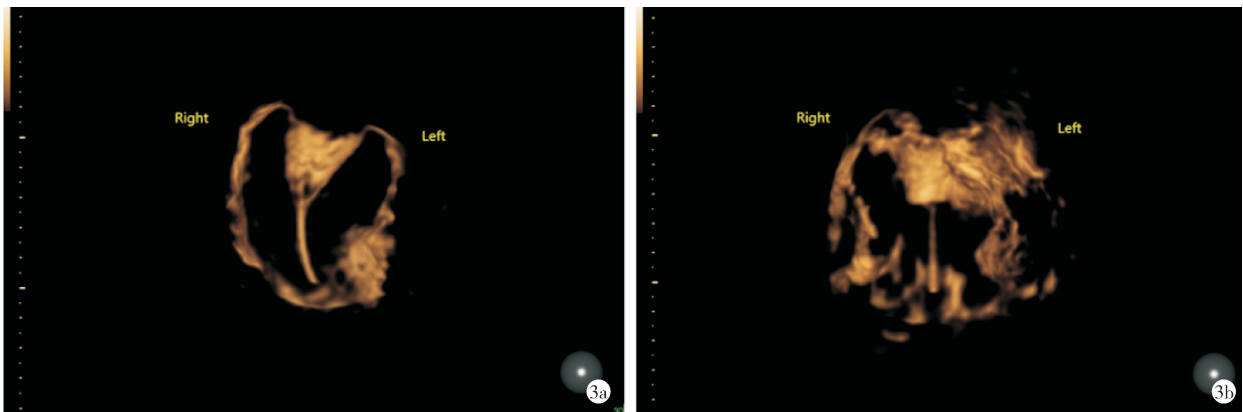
经阴道超声 4D-HyCoSy 模式造影剂逆流表现 a:患者女,30 岁,不孕症,经阴道超声输卵管造影,4D-HyCoSy 模式显示,宫腔、双侧宫角依次显影,双侧输卵管全程显影,走行柔顺,伞端及卵巢周围见造影剂均匀弥散,盆腔造影剂弥散均匀,子宫肌层内未见造影剂渗入,提示未见逆流。b:患者女,35 岁,不孕症,经阴道超声输卵管造影,4D-HyCoSy 模式显示,宫腔、双侧宫角依次显影,双侧输卵管全程显影,走行自然,管壁欠光滑,伞段见中量造影剂溢出。造影剂溢出局限。盆腔造影剂弥散欠均匀。子宫肌层内见多量造影剂渗入,提示造影剂逆流。
